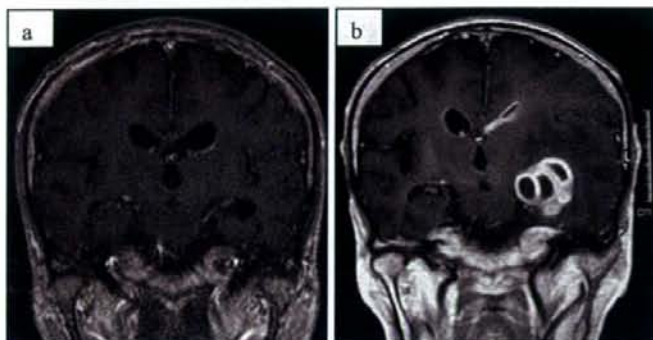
No enhanced lesions were observed on gadolinium-enhanced MRI obtained in mid-March 2005 (a). On gadolinium-enhanced MRI at the beginning of June 2005 (b), confluent ring-like enhanced lesions with surrounding marked edema are present in the left temporal lobe along with periventricular enhancement.
